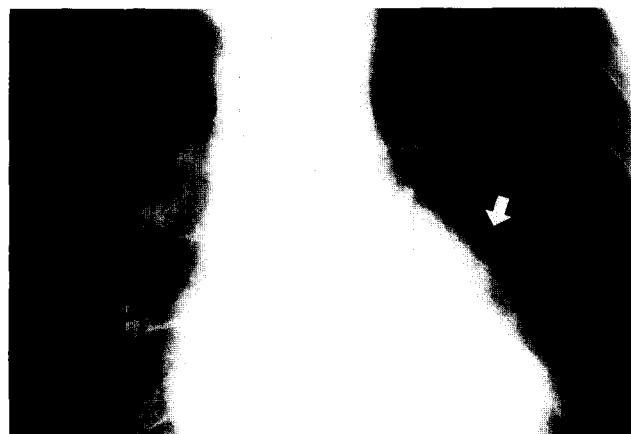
Chest X-ray showing a tumor in the hilar area in the left lung (arrow).
